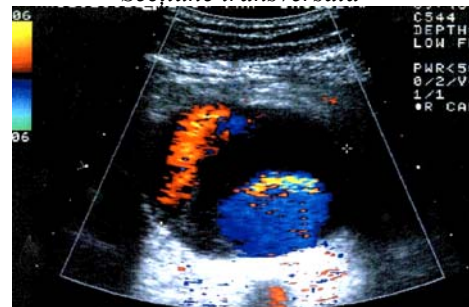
Ecografie Doppler color - Secțiune transversală - (disecție de aorta abdominală)
